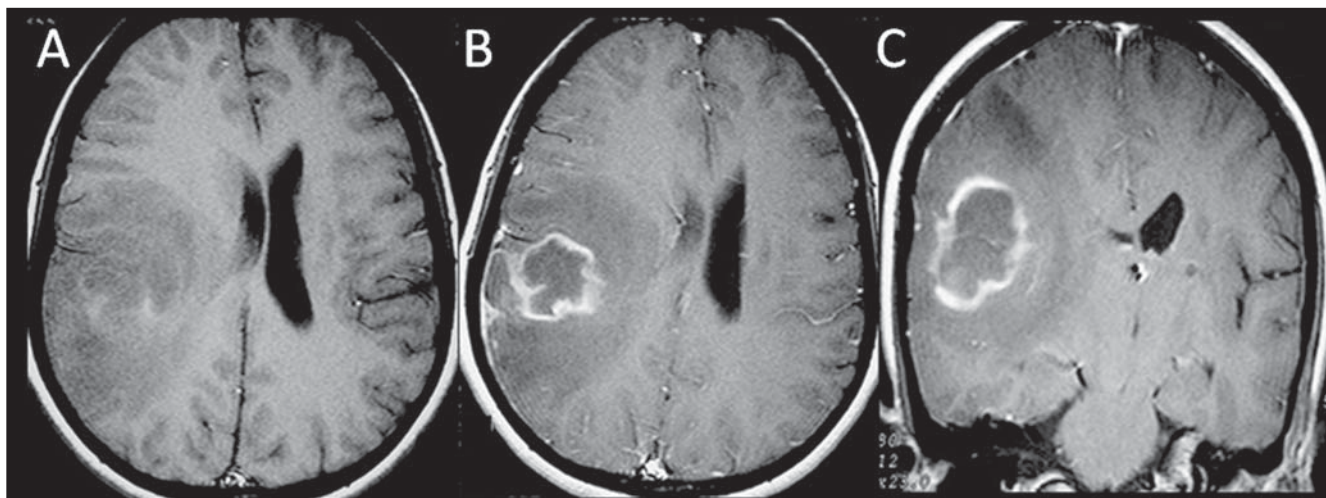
Paciente do sexo feminino, 32 anos, HIV positivo. RM axial T1 pré-contraste (A) evidencia lesão parietotemporal direita, com componentes de hipersinal (hemorrágicos). B,C: Axial e coronal T1 após contraste demonstram impregnação periférica pelo contraste e moderado edema vasogênico perilesional. O componente central hipocaptante corresponde à necrose.
